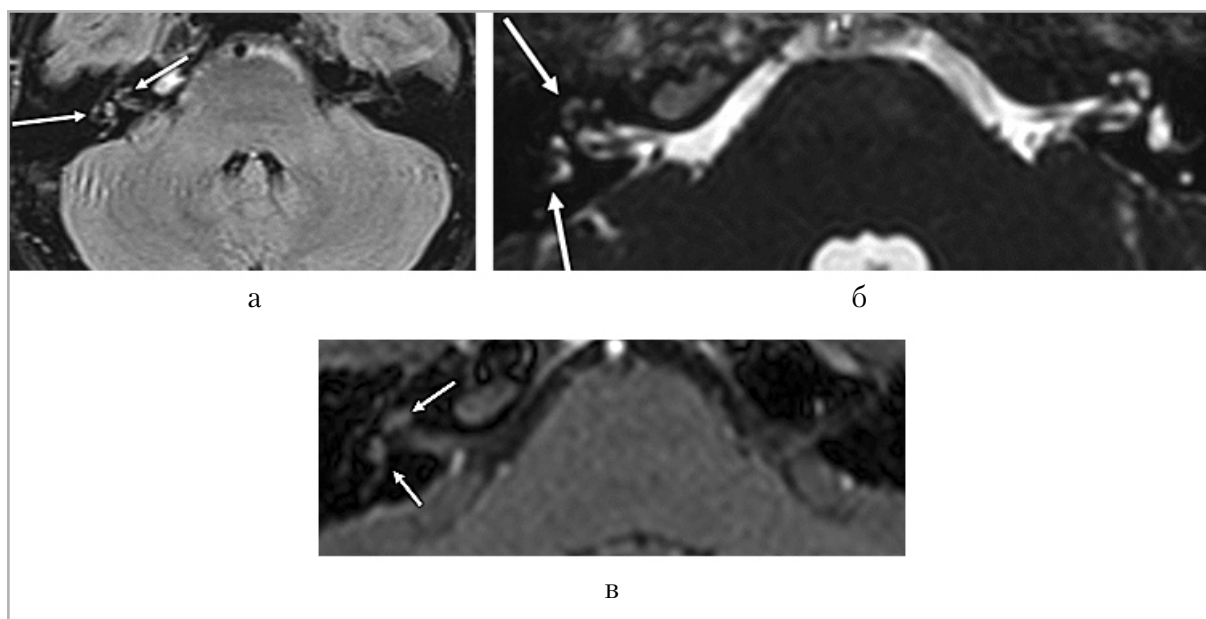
Лабиринтит у пациента с подострой правосторонней вестибулопатией смешанного генеза и острой правосторонней нейросенсорной тугоухостью (глухота) после перенесенного ОРВИ, данные МРТ: *а* – FLAIR ИП демонстрирует повышение интенсивности сигнала от улитки и полукружных каналов (*стрелки*) за счет чувствительности данной ИП к наличию белка; *б* – FIESTA ИП демонстрирует снижение интенсивности сигнала от вовлеченного лабиринта; *в* – постконтрастное T1-ВИ, диффузное накопление контрастного препарата лабиринтом справа
